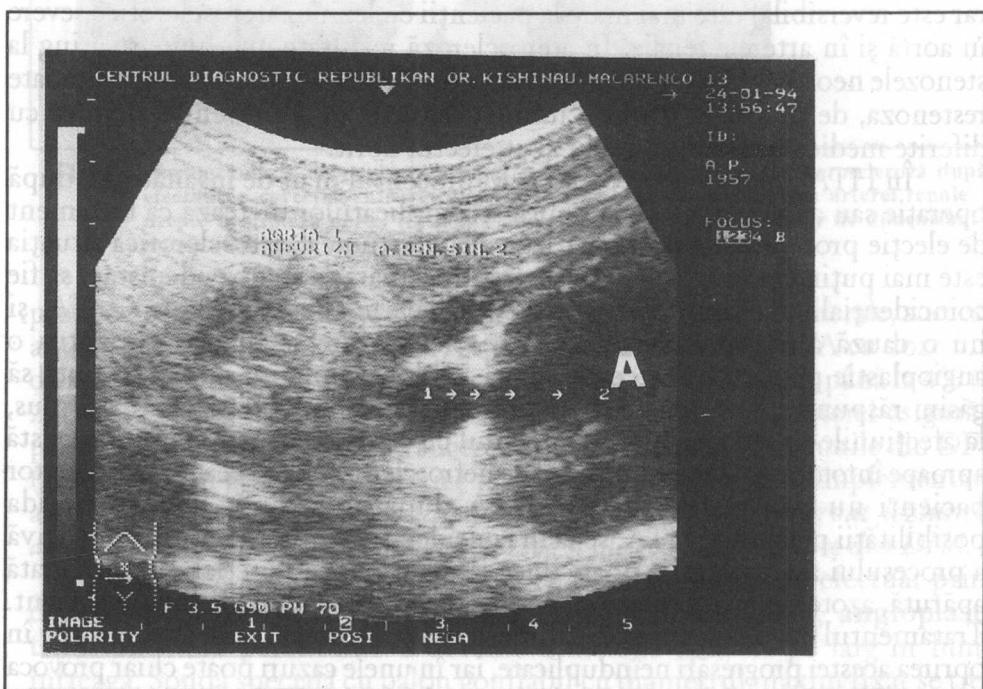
Ultrasonografia rinichiului stâng la bolnavul S. Intre hilul renal și aortă în proiecția arterei renale se depistează o formătune lichidiană (A) cu dimensiunile 5,5 x 4,8 cm. (Centrul de diagnostic medical Chișinău, dr. Ion Ghetiu).
